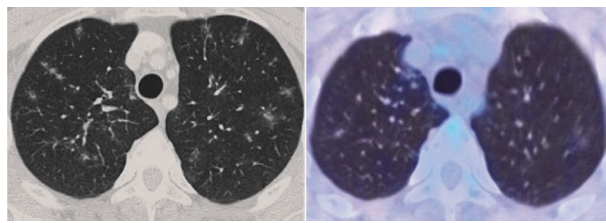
Больной С., 43 года. На аксиальной КТ- и совмещенной ПЭТ/КТ-проекциях в легких с двух сторон определяются многочисленные очаговые уплотнения и участки сниженной пневматизации по типу матового стекла с метаболической активностью ФДГ, SUVmax 2,73.
